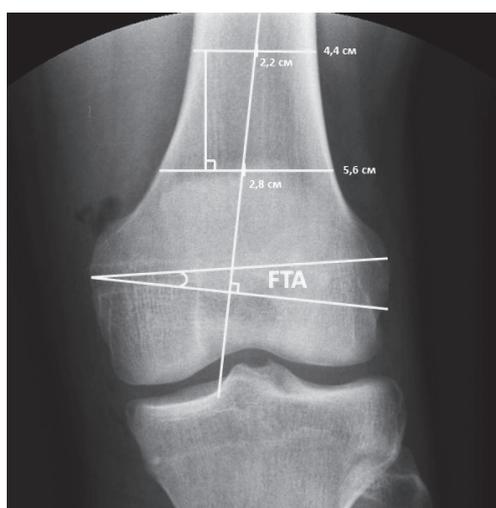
Определение угла наклона бедренного канала на рентгенограмме левого коленного сустава, выполненной в прямой проекции
